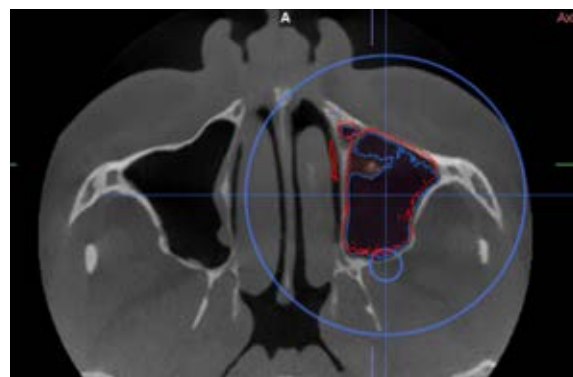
Tomografía computarizada de haz cónico inicial. Cuantificación del volumen del seno maxilar.
